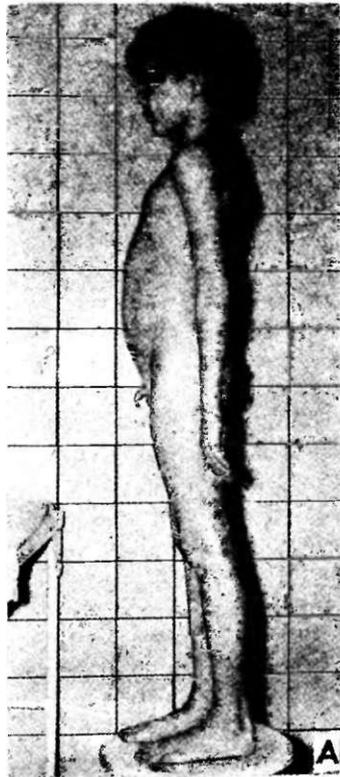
Отсутствие у ребенка 8 лет характерного для болезни Гиршпрунга увеличения окружности и изменения конфигурации живота (А). Рентгенограмма толстой кишки (Б).
